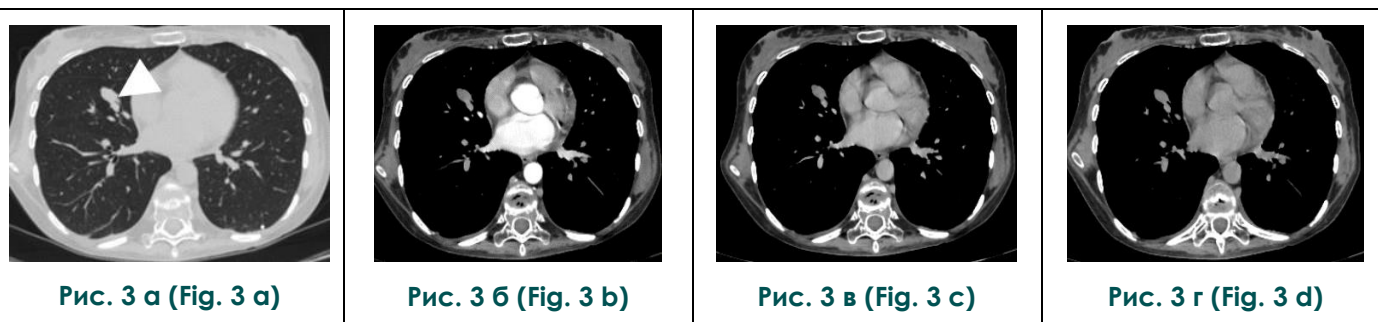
КТ органов грудной полости. Пациентка Ш., возраст 31 год.
